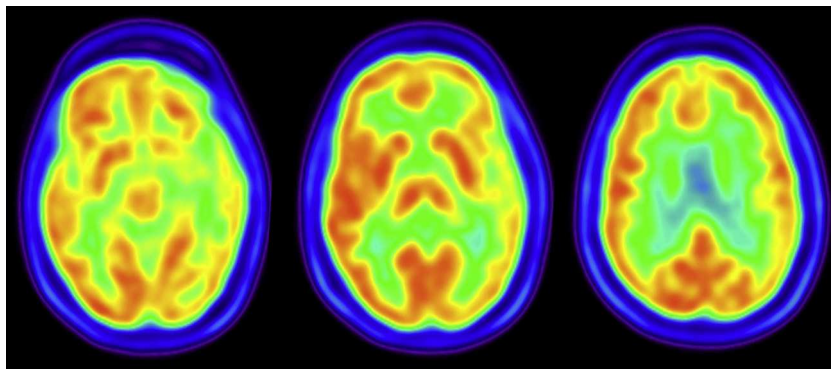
FDG-PET que muestra hipometabolismo parieto-temporal izquierdo, compatible con la forma logopénica de la afasia progresiva.
